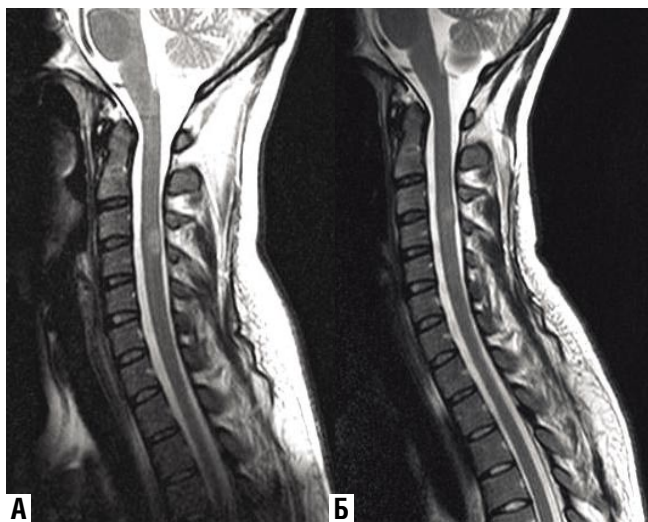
МРТ спинного мозга в Т2 ВИ (сагиттальные срезы) больного У, выполненные до (А) и после (Б) лечения. В шейном отделе спинного мозга на уровне диска С3–4 определяется очаг демиелинизации (А). После лечения размеры очага уменьшились в два раза (Б)
